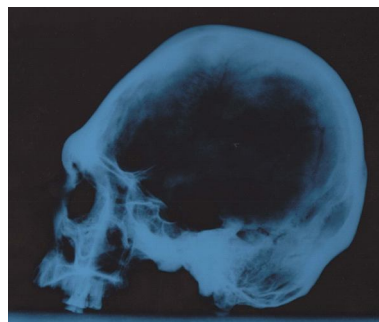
Рентгенограмма в боковой проекции черепа мужчины 30–35 лет из погребения 2 кургана 32 могильника Авиловский II
